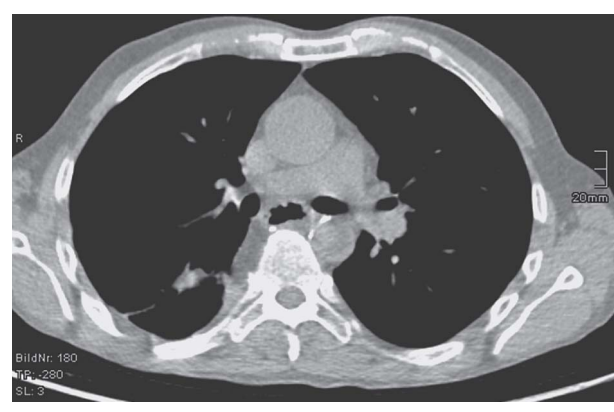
Low-dose-CT (5/2011): 4 Monate nach durchgeführter thorako-abdominaler Ösophagusresektion besteht ein Zustand nach Magenhochzug ohne Rezidivhinweis.
